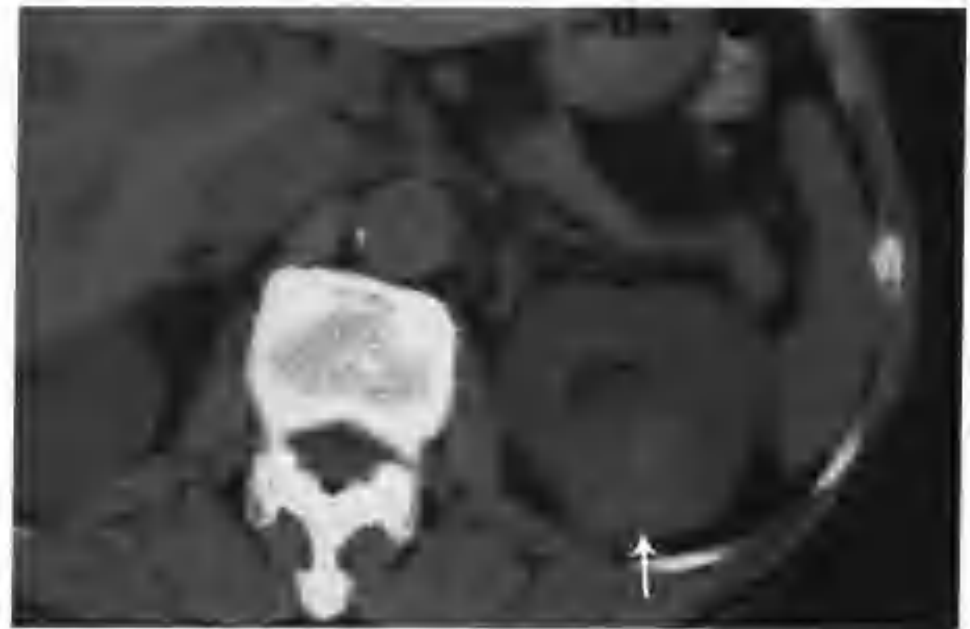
与图3-1-64为同一病例，示不同层面CT平扫所见（箭头）
